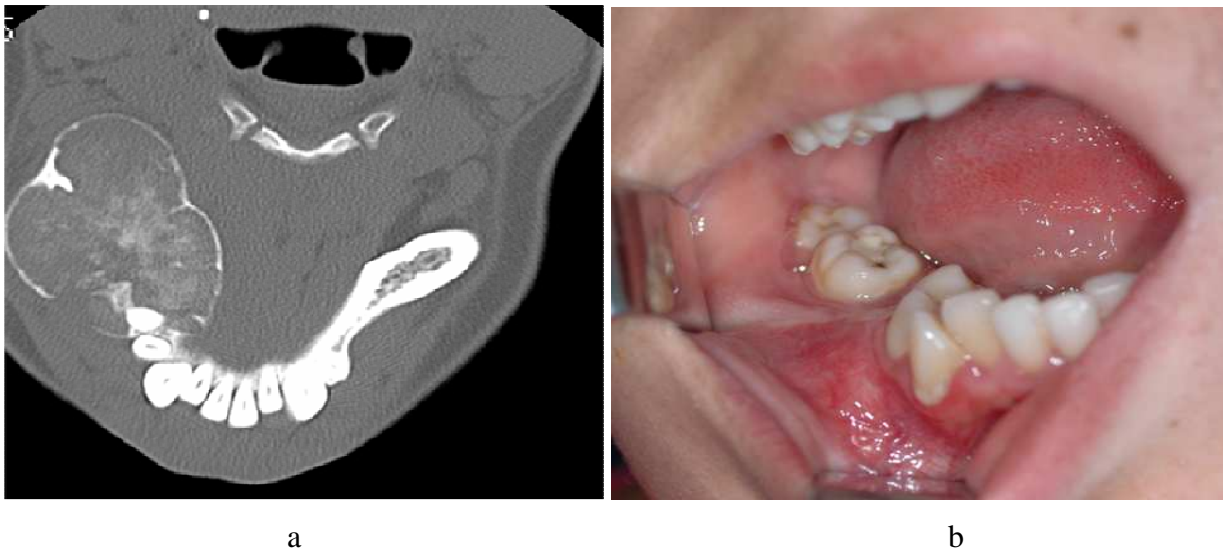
а) Компьютерная томограмма больной Ф. б) Вид в полости рта
